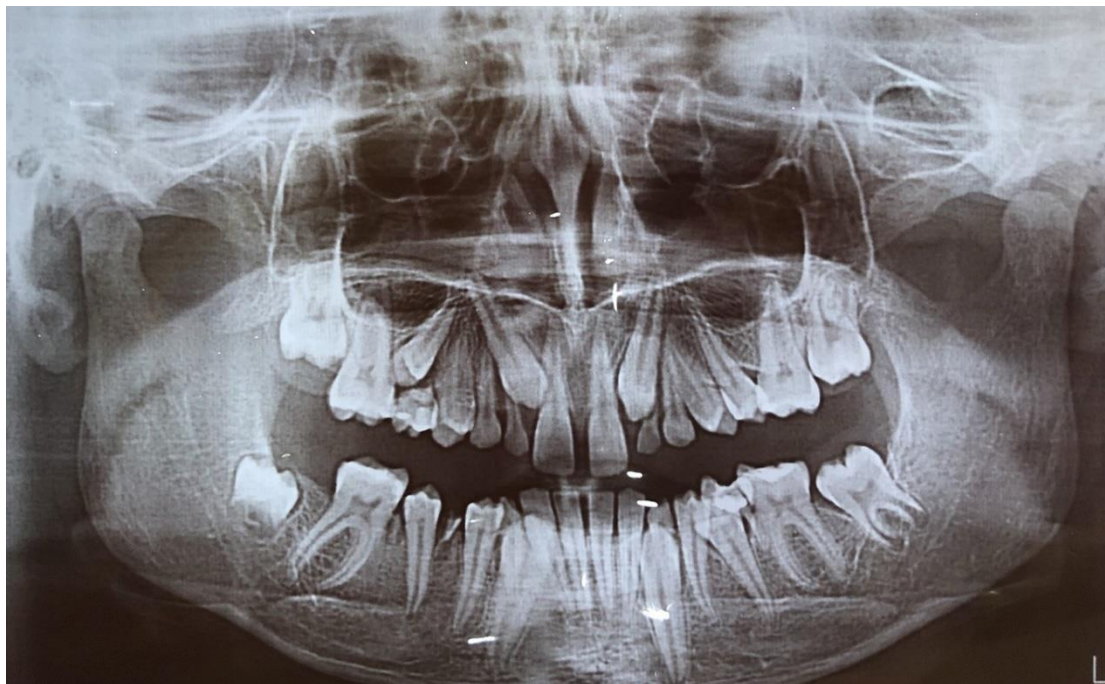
Ekzaminimi radiografi panoramike
